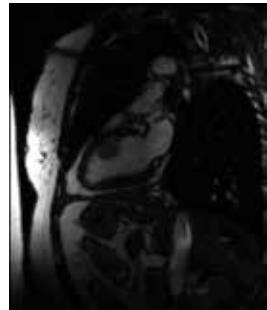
Preoperative magnetic resonance image of mass.
